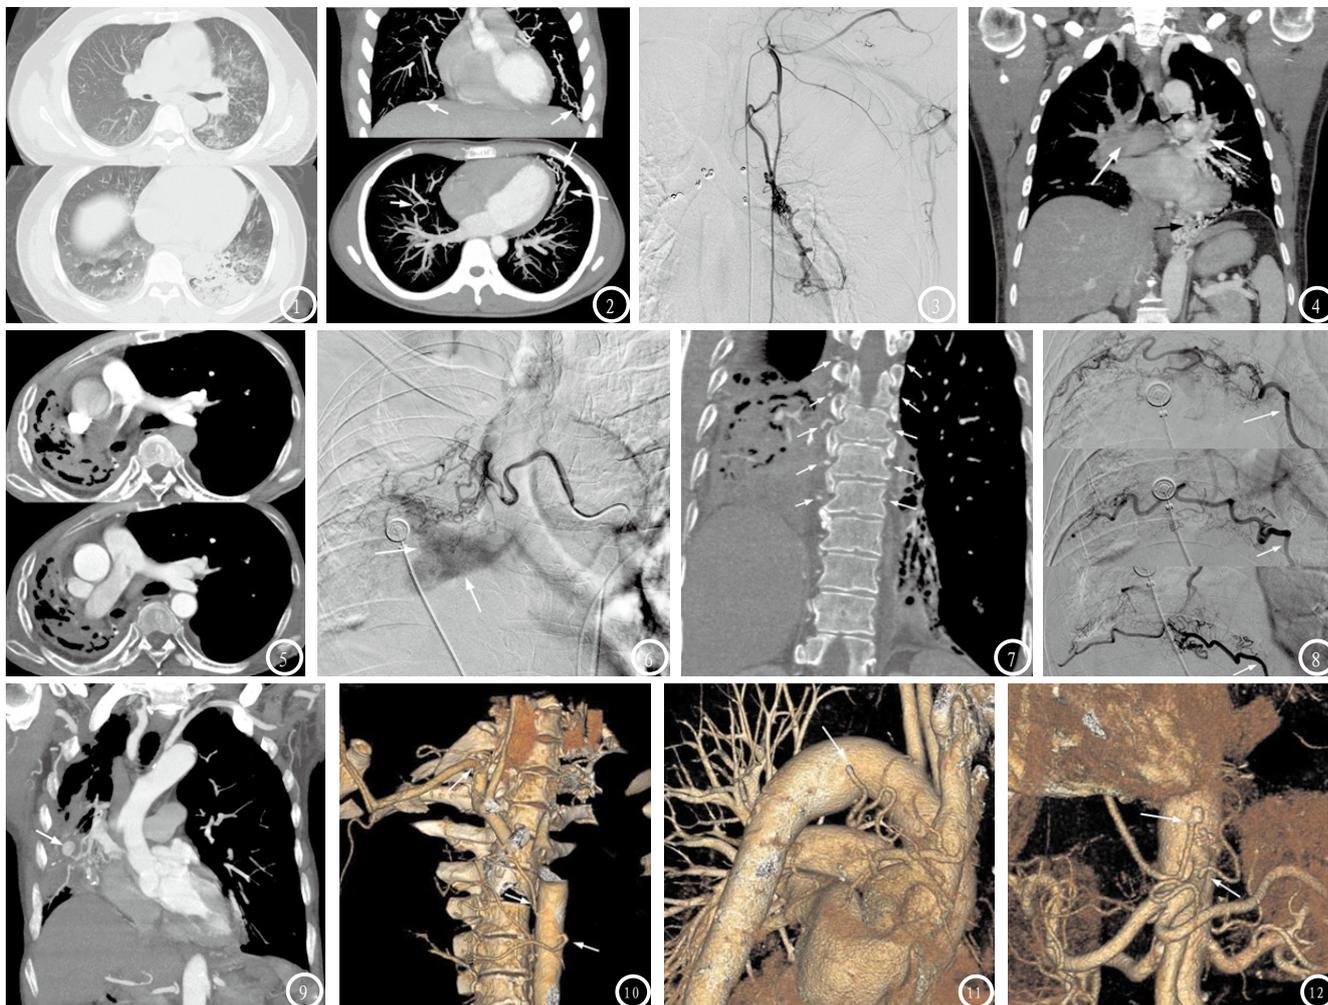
左肺下叶支扩实变, 左肺上下叶均见肺泡积血表现, 右肺未见病变, 提示出血来源于左肺病变。图2-3 为一年轻男性患者, 图2 CT发现两下肺动脉分支增粗、迂曲, 并与支气管动脉分支相沟通, 考虑支气管肺动脉畸形, 图3 DSA示左迷走支气管动脉与左下肺动脉分支沟通, 并见肺动脉分支增粗、迂曲表现。图4-5 为CTA发现体肺动脉分流征象, 图4为体动脉期时左肺动脉显影较左肺动脉浓密(白箭), 左支气管动脉增粗迂曲(黑箭), 图5为右肺毁损肺, 右肺存在大量体肺动脉分流, 图6与图5为同一例, DSA行右支气管动脉造影证实, 白箭示右肺动脉主干显影。图7 白箭示右侧多支肋间动脉均较左侧明显增粗, 图8 DSA证实多支肋间动脉均存在异常供血。图9示CTA右肺动脉分支假性动脉瘤征象, 该例继发于慢性结核空洞病灶内。图10-12示CTA能清晰显示支气管动脉及其它体循环动脉的开口形态、位置、走行方向等, 图11示主动脉弓高位开口的支气管动脉, 图12示右膈动脉单独开口于腹主动脉、腹腔干上方, 左膈动脉开口于腹腔干中段。
